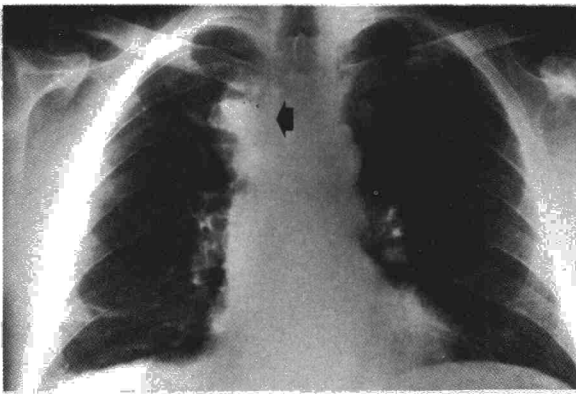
Radiografía de tórax del caso 2. Masa tumoral redondeada a nivel de mediastino superior (flecha).
